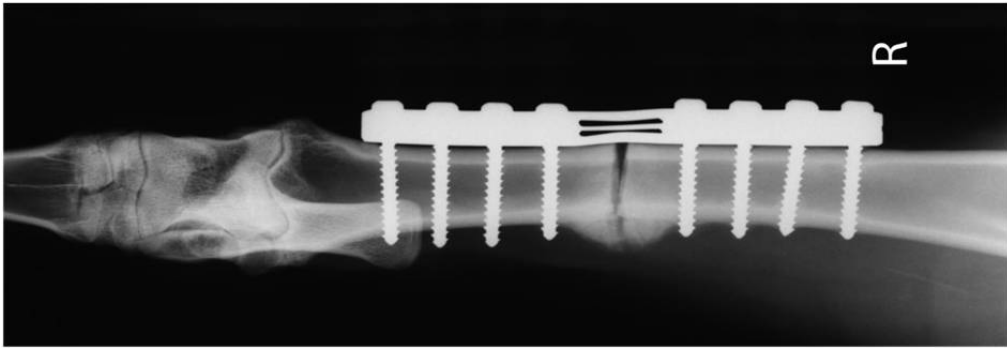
Röntgenbild nach erfolgter transcutaner elektromagnetischer Induktion 3 Wochen postoperativ. Der variable mittlere Plattenanteil (bikonkav in Abb. 1) ist gerade, die Steifigkeit der Platte somit erhöht. Als Zeichen der Knochenbruchheilung ist Kallus erkennbar.
